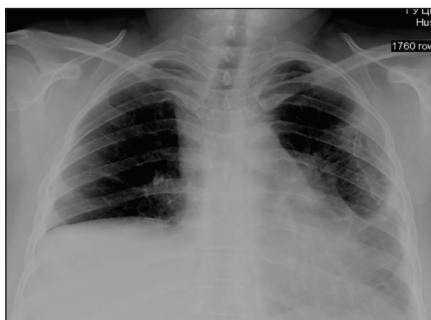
Обзорная рентгенограмма больной Х. после 2 операции (21 сутки)
